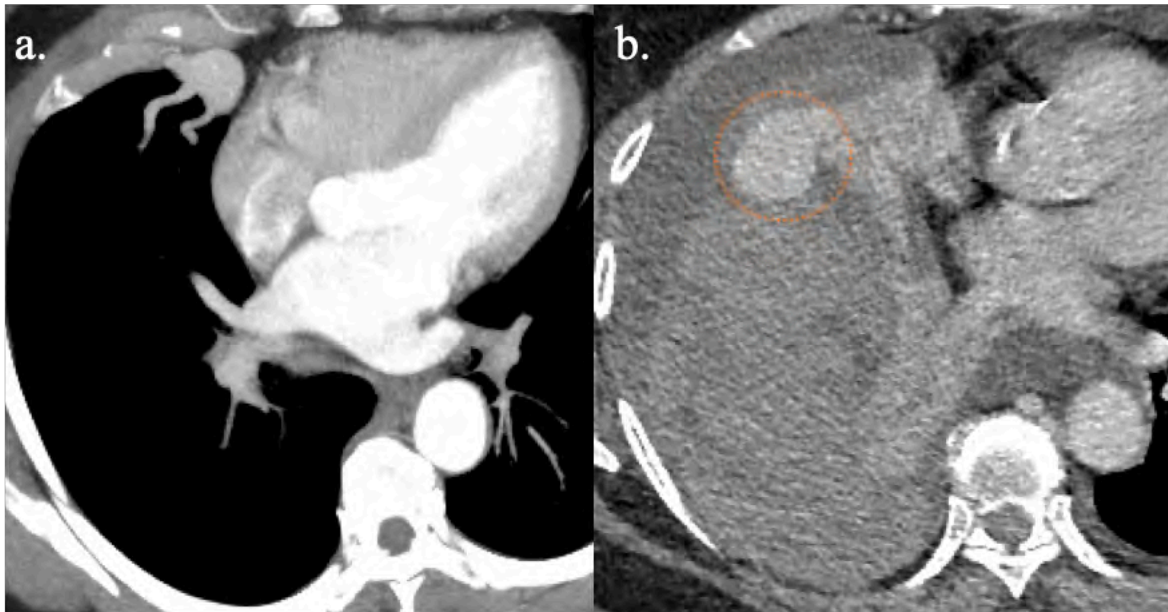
MAVP simple lobaire moyenne compliquée d'hémothorax au TDM. (a) TDM de suivi pré-complication, reconstruction MIP épais. (b) Hémothorax droit de grande abondance de densité hétérogène. Cercle : nidus.
